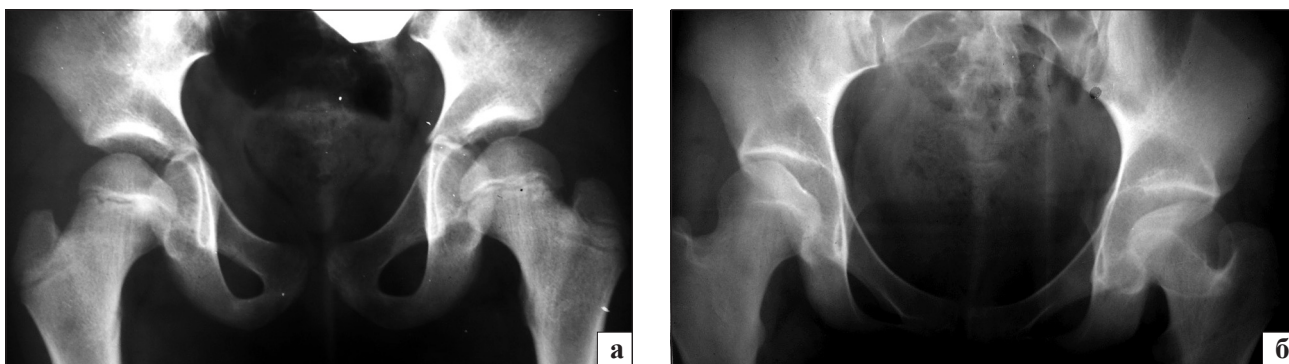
Рентгенограммы тазобедренных суставов больной З. в возрасте: а) 6 лет — слева нависание эпифиза над метафизом подобно карнизу; б) 15 лет — слева развилась деформация II типа с наличием многоплоскостных отклонений, о чем свидетельствует положительный симптом «провисающего каната», укорочение шейки бедренной кости и проксимальная миграция большого вертела
